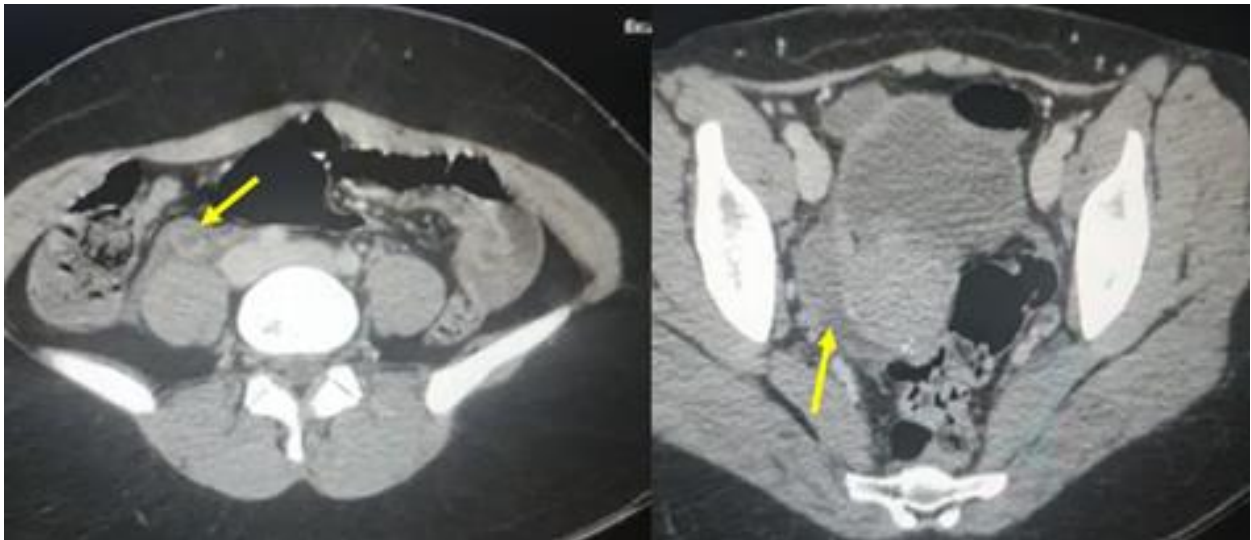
Coupe TDM axiale après injection veineuse iodée passant par le pelvis : collection liquidienne de faible abondance du douglas latéralisée à droite évocatrice d'une maladie pelvienne inflammatoire probablement annexielle (flèche).
